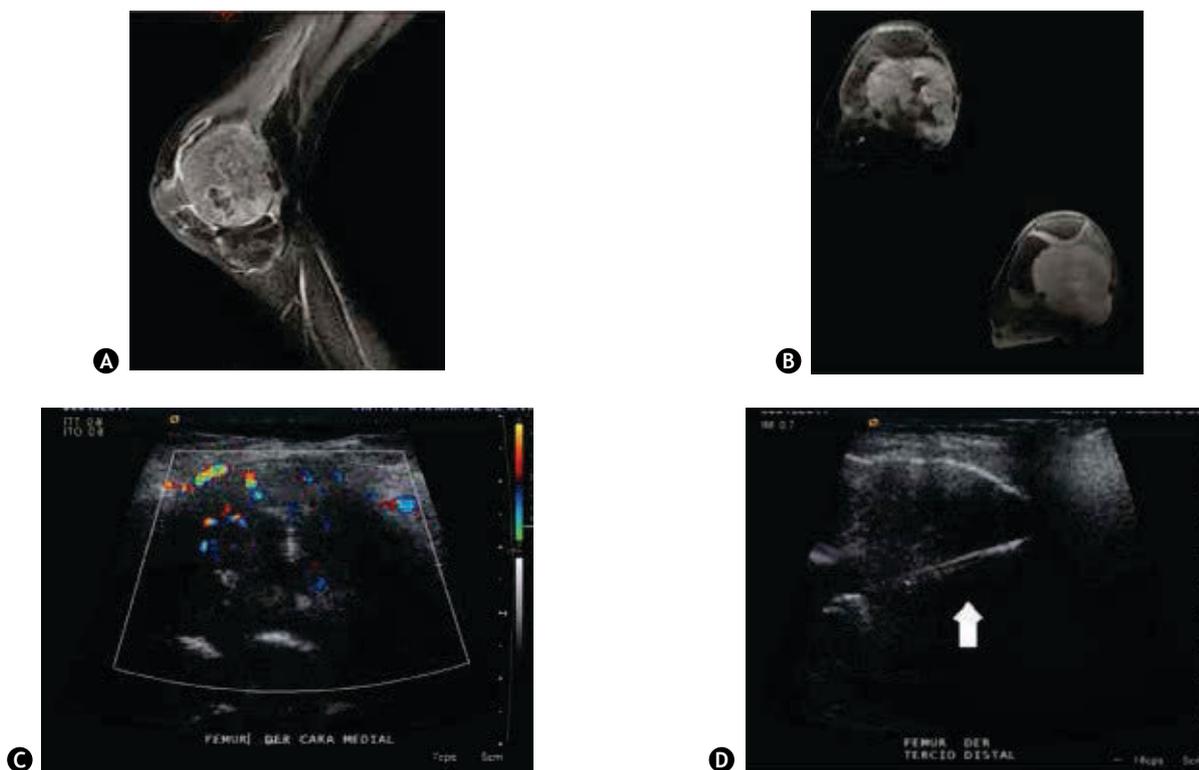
A) Corte sagital y B) axial de resonancia magnética de rodilla, donde se identifica lesión con importante reforzamiento tras la administración de contraste; C) D) el ultrasonido demuestra la gran vascularidad de la lesión, por lo que se realiza biopsia guiada (flecha blanca) evitando trayectos vasculares; con reporte histopatológico de neoplasia de células poligonales atípicas con abundantes células gigantes de tipo osteoclasto.
